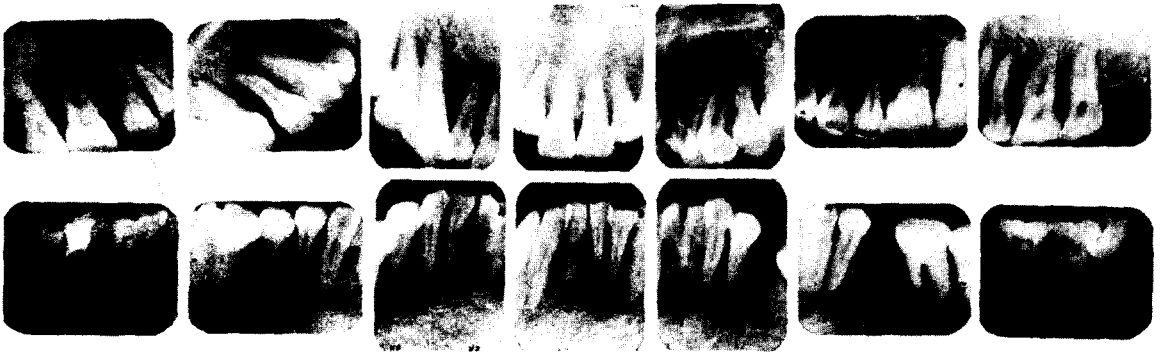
Full mouth periapical radiographs show multiple bone destruction and complete loss of alveolar lamina dura.
